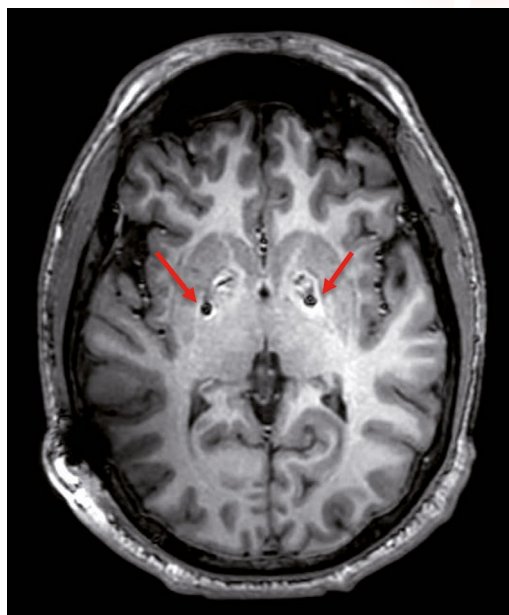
Corte axial en T1 de RM cerebral en la que se muestra la adecuada colocación de los electrodos (*flecha*), en ambos GPI.
